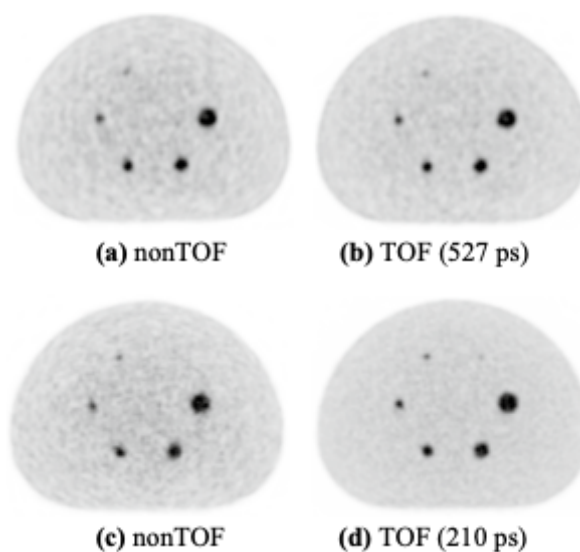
Vergleich der Bildqualität transaxialer Schnitte (Phantom) zw. Siemens Biograph mCT PET/CT (a) non-TOF (b) mit TOF und Siemens Biograph Vision (c) non-TOF (d) mit TOF (Conti and Bendriem 2019)
